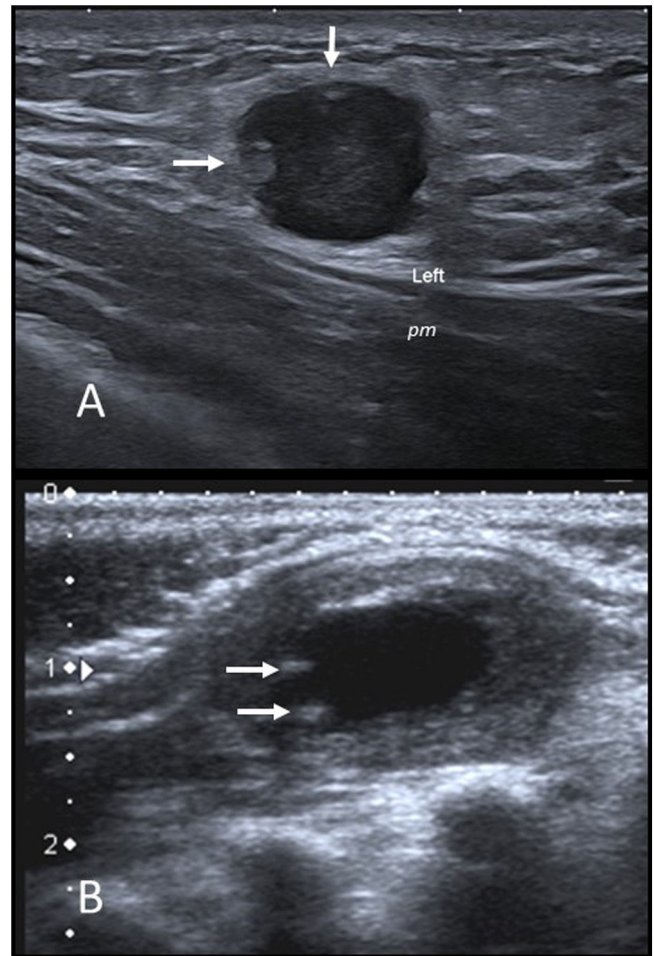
A) Fascitis nodular. Imagen de ecografía en escala de grises de un nódulo infraclavicular izquierdo en una niña de 14 años. Se observa un nódulo hipocogénico con borde lobulado bien definido que impronta sobre el músculo pectoral mayor (*pm*). Muestra algunas imágenes nodulares hiperecogénicas periféricas (flechas) y aumento de la ecogenicidad de la grasa subcutánea circundante. B) Miofibroma infantil. Ecografía en escala de grises de un nódulo palpable en la región escapular izquierda de un lactante de 2 meses. Se observa un nódulo ovalado de bordes bien definidos en el músculo trapecio. La periferia es isoecogénica con el músculo y el centro anecoico con pequeñas calcificaciones en su periferia (flechas).
